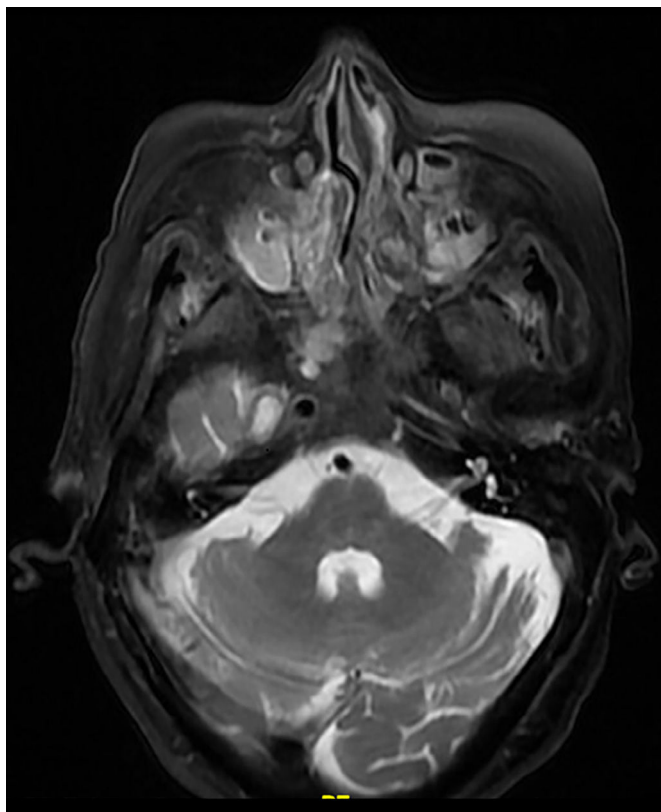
Resonancia magnética, T2 hipointenso sugerente de masa tumoral en la región posterior de ambas fosas nasales, clívis y senos cavernosos.
